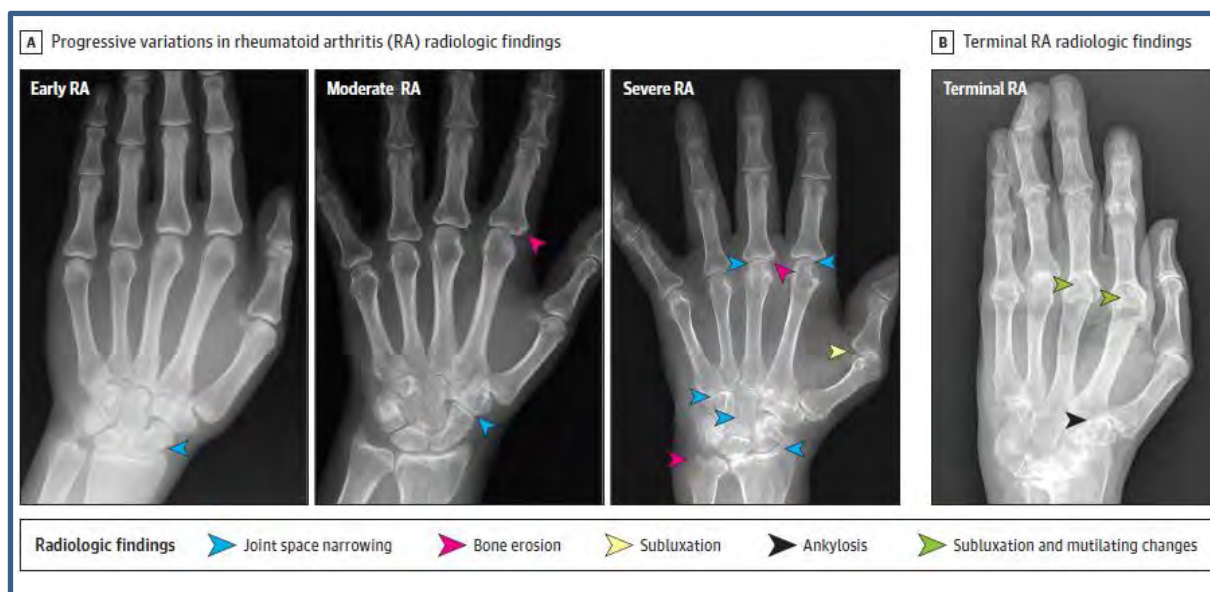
évolution des lésions articulaires dans la PR de la main vue à la radiographie standard
